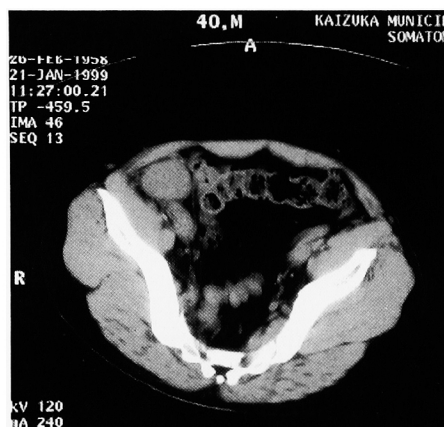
Computed tomogram shows enlargement of a lymph node at the level of external iliac lymph node.
